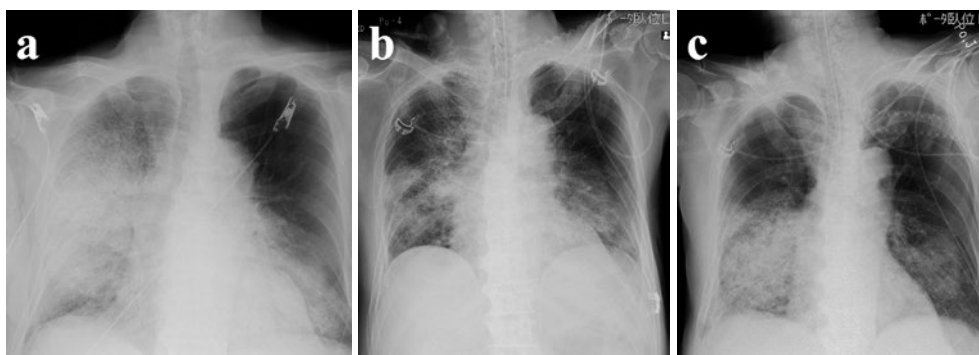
(a) Chest roentgenogram on admission. Diffused infiltration was remarkable in the right lung, and also distinguishable in the middle and lower fields of the left lung with negative silhouette signs against the cardiac margins. (b) Chest roentgenogram on the 6th hospital day. Infiltration shadows were found reduced. (c) Chest roentgenogram on the 7th hospital day. The patient was deceased.
